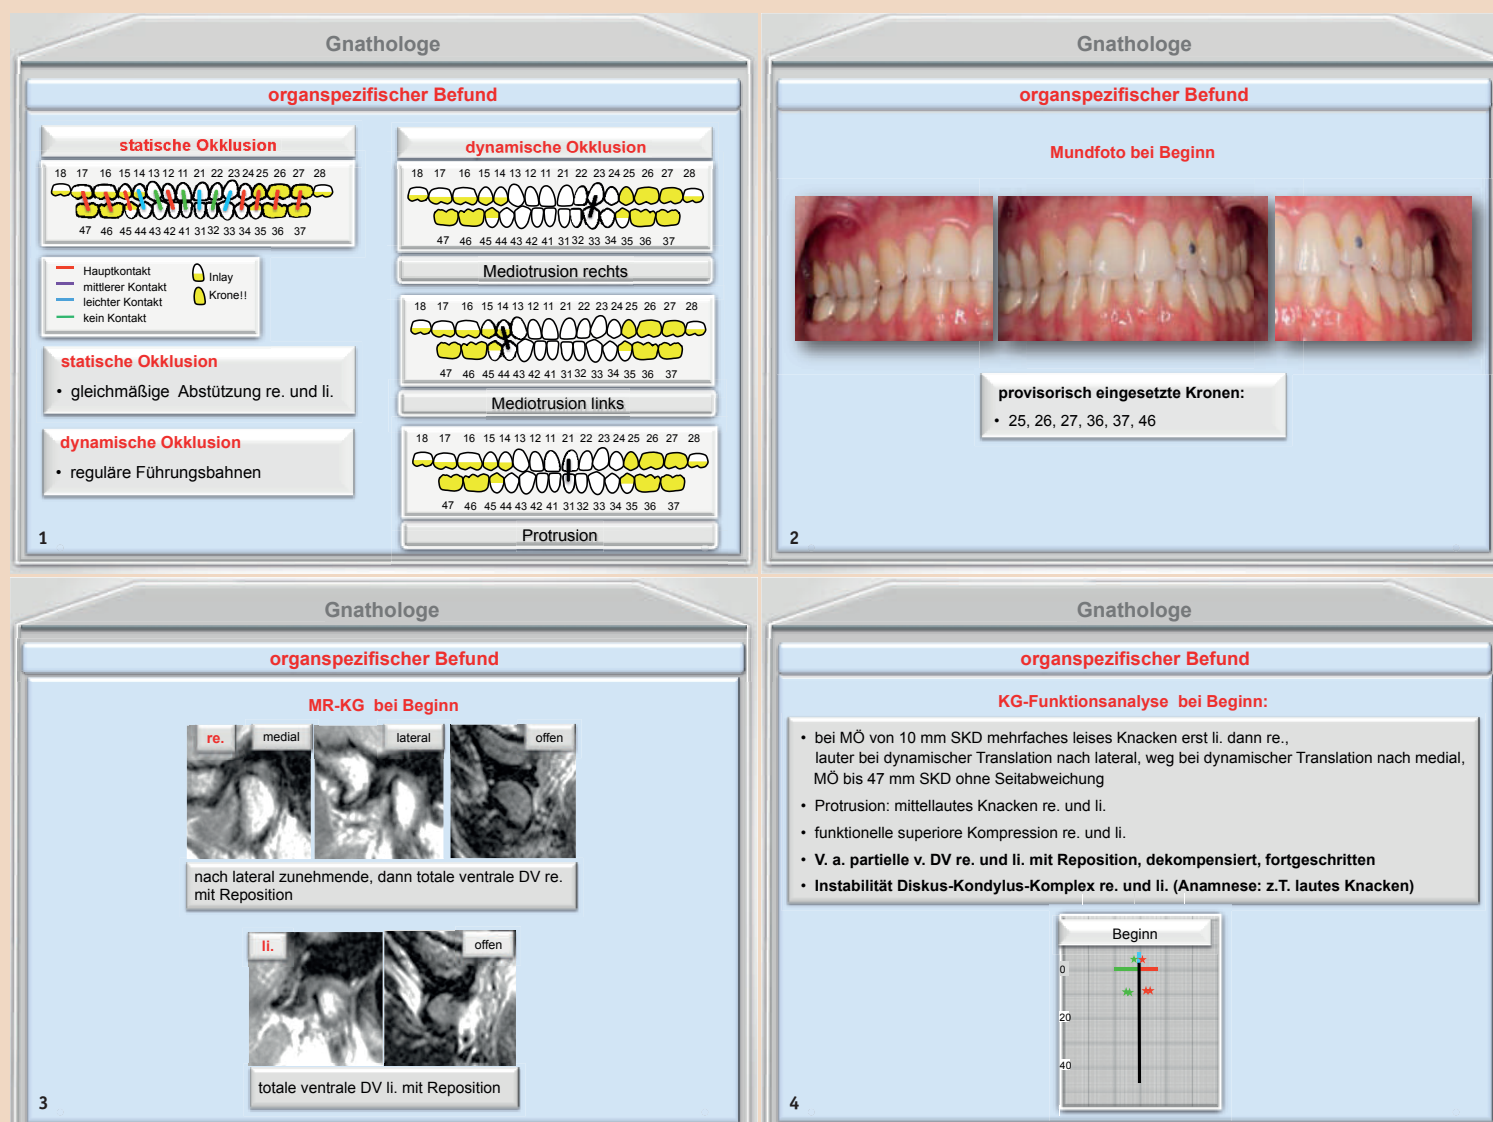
Okklusionsanalyse. – Abb. 2: Mundfoto. – Abb. 3: MRT-Diagnostik Kiefergelenk und Diskus articularis. – Abb. 4: Kiefergelenkfunktionsanalyse (grün rechts, rot links).
